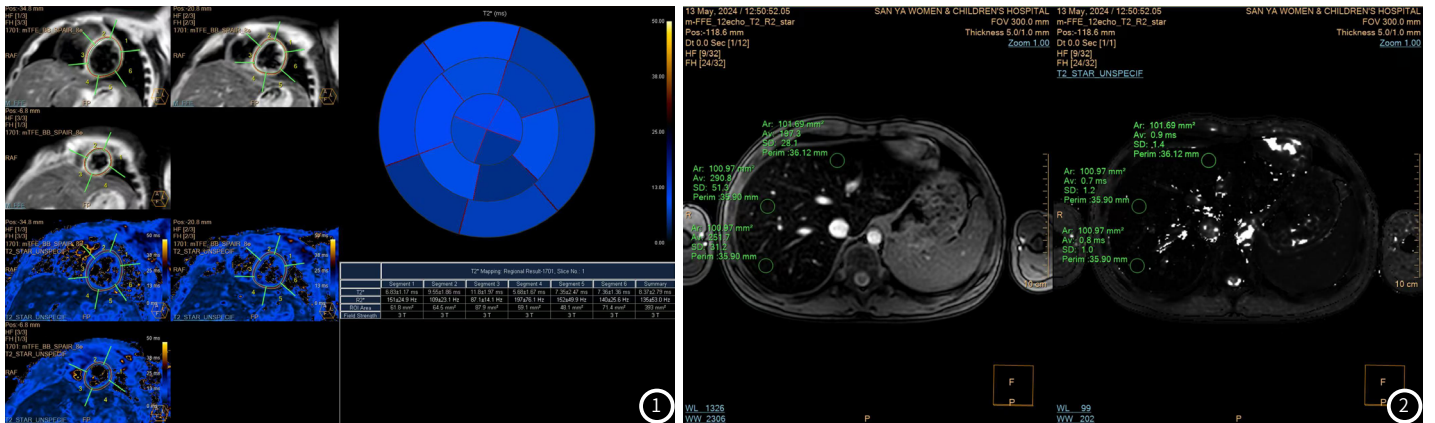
3.0T MRI 8回波GRE序列心脏短轴位(乳头肌层面)勾勒ROI, 测定T2*值。图2 3.0T MRI 12回波GRE序列扫描肝脏第二肝门水平(避开血管、胆管)同一层面勾勒ROI测量T2*值。图3 输血时间与室间隔心肌T2*值散点线图。图4 输血时间与肝脏T2*值散点线图。图5 输血时间与静脉血中铁蛋白含量散点线图。
